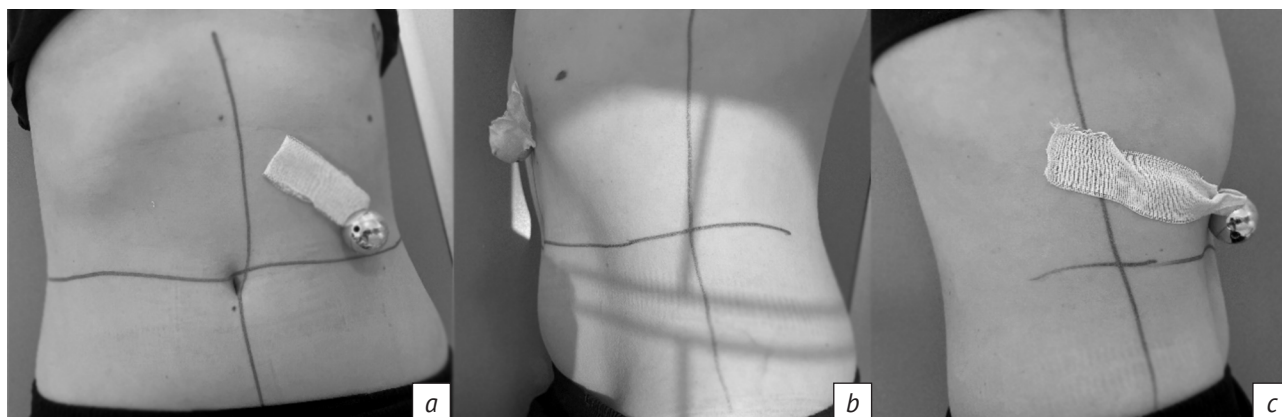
Пример проведения рентгенологической разметки зоны стеноза с использованием ручной калибровки: *a* – в положении на спине; *b* – в положении на правом боку; *c* – в положении на левом боку
